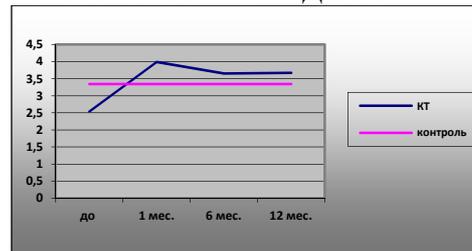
Активность КТ в РЖ больных генерализованным пародонтитом хронического течения I-II степени тяжести до лечения, через 1, 6 и 12 месяцев после лечения с местным применением ЛКЛК в индивидуальных пародонтальных капках.
